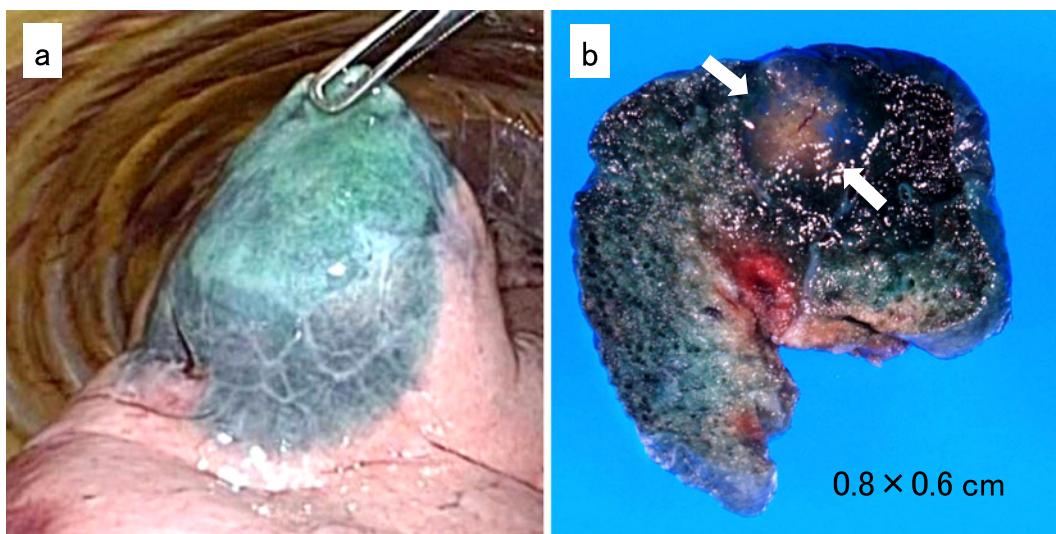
(a) Wide wedge resection under video-assisted thoracoscopic surgery. The visceral pleura adjacent to the nodule was spotted in advance using indocyanine green under computed tomography. (b) A nodule measuring 0.8×0.6 cm in size was resected with an adequate surgical margin (white arrows).
